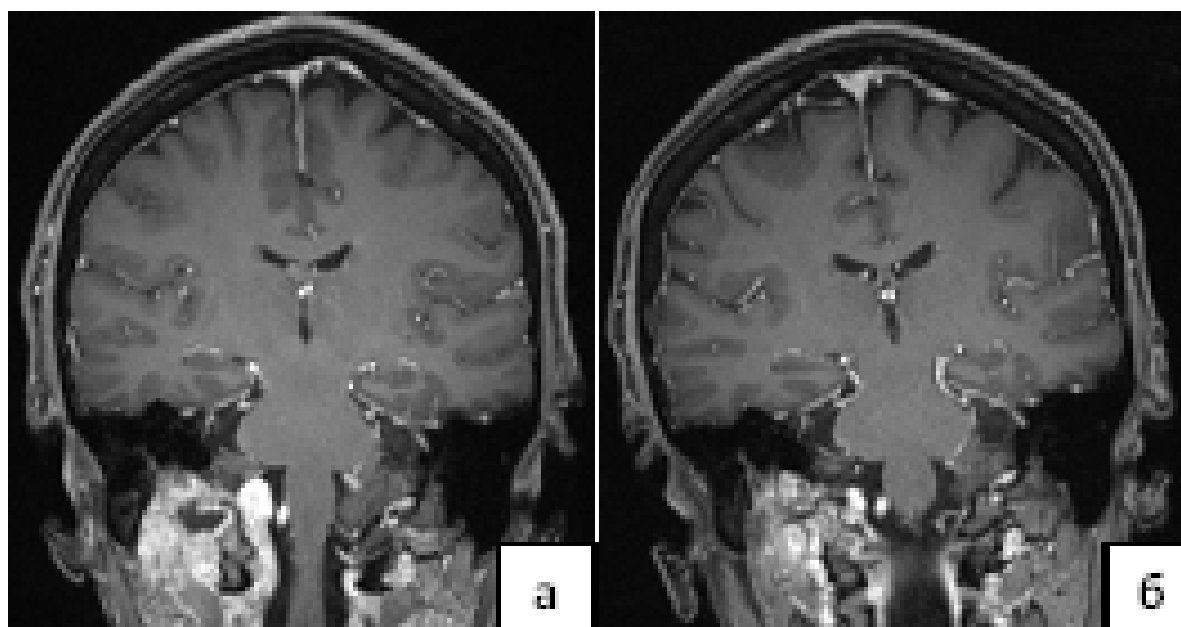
МРТ с внутривенным контрастированием после оперативного вмешательства: а) до лучевой терапии, б) через 3 месяца после курса лучевой терапии. Визуализируется значительное уменьшение размеров остаточной опухоли
